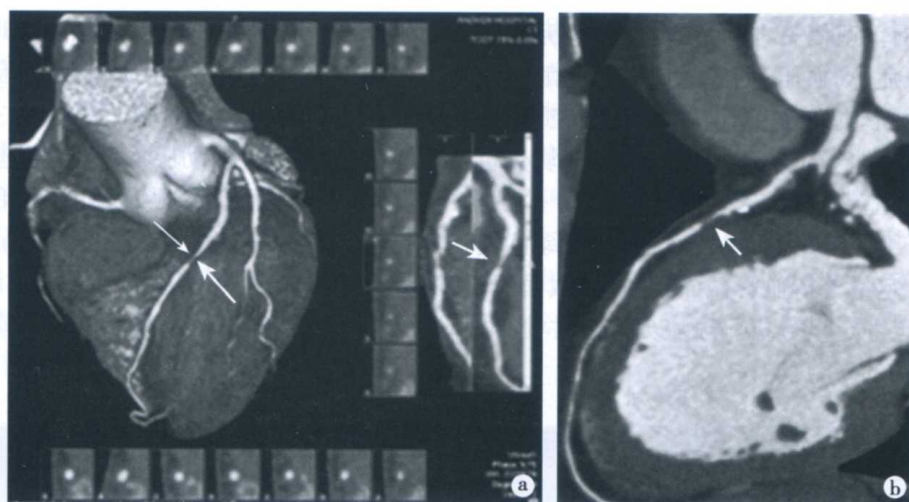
冠状动脉重度狭窄 CTA 表现(见彩插)
